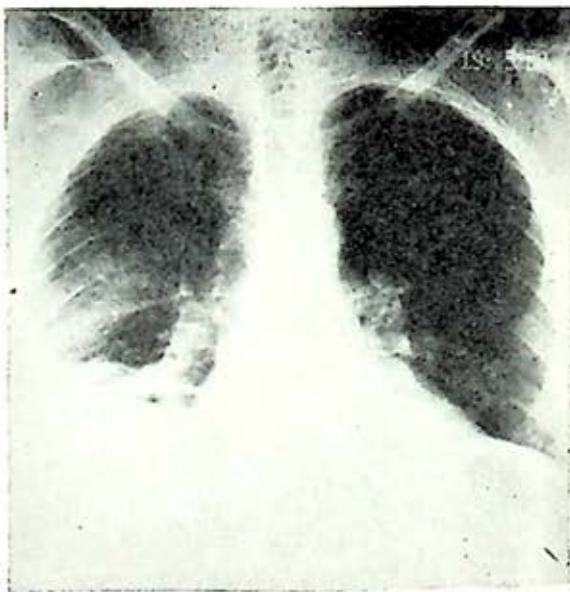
Radiografía posteroanterior de tórax en un enfermo con embolia a infarto pulmonar derecho; pequeño derrame pleural que borra el seno costodiafragmático, opacidad supradiafragmática de tipo neumonítico-atelectásico, y disminución volumétrica del pulmón derecho.
